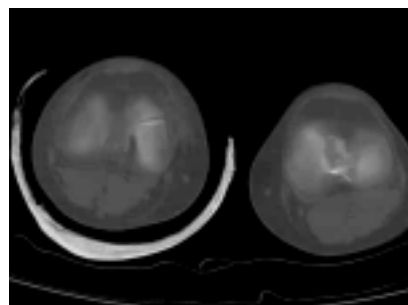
TAC. Visualización del trazo de fractura coronal en cóndilo medial de rodilla derecha.
